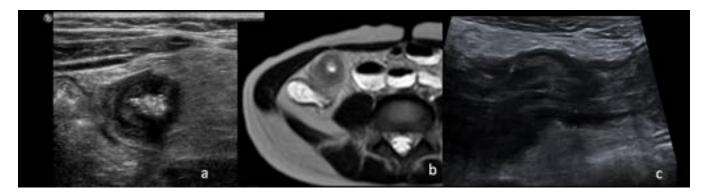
Ecografía abdominal cortes axial y longitudinal del íleon. ERM axial FSE T2. Engrosamiento parietal ileal con alteración de la grasa adyacente y desplazamiento de las asas intestinales regionales por el efecto de masa.
